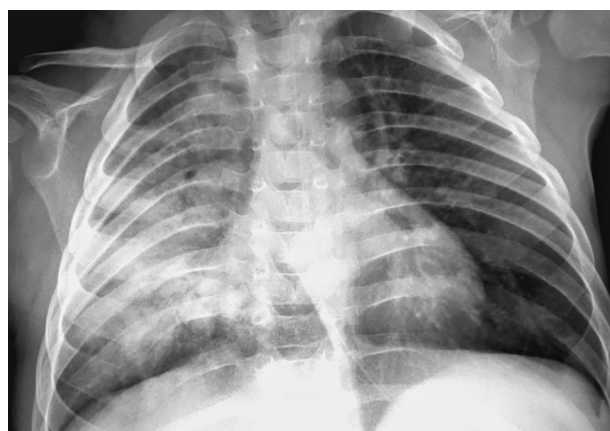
Рентгенологическая картина на 30-е сутки госпитализации
